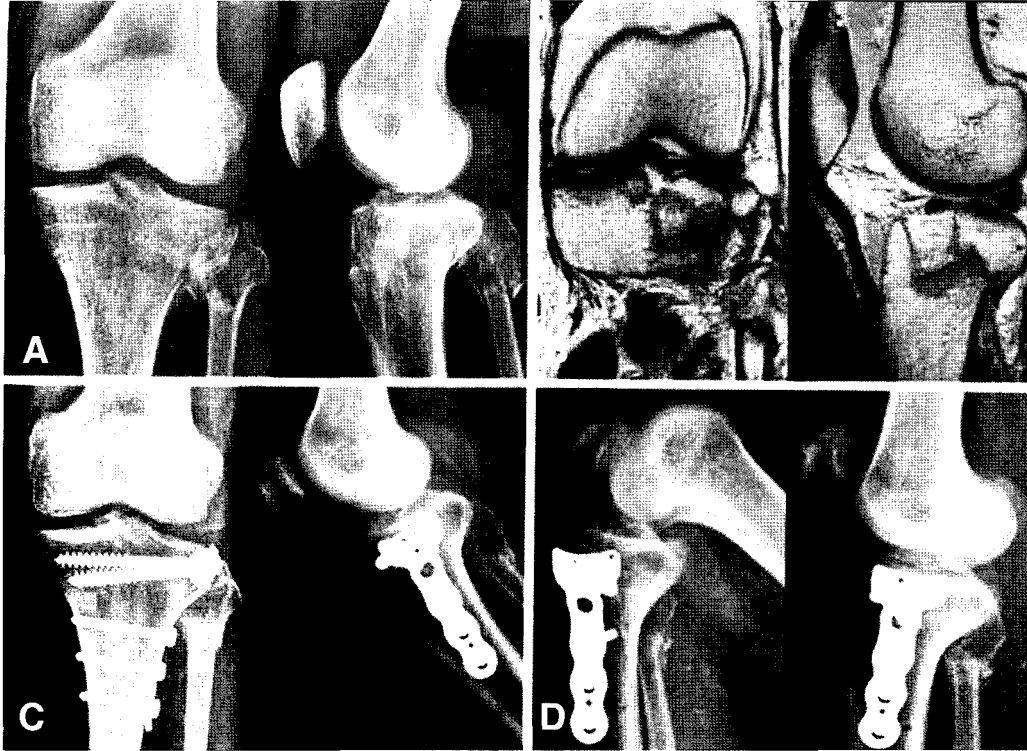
(A) Preoperative radiograph shows the fracture of lateral tibial plateau (Schatzker type 1). (B) MRI finding shows split and depression of lateral tibial plateau and tear of anterior horn of lateral meniscus obviously. (C) Bony union was seen on post-operative 13 months radiograph. (D) A range of motion was between 0 degree and 130 degree finally.
